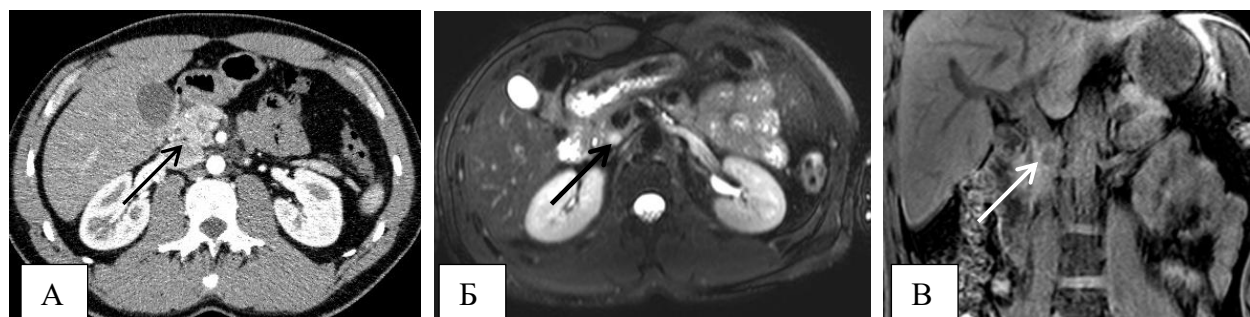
А – МСКТ в артериальную фазу, четко очерченных участков патологической плотности или патологического контрастирования в поджелудочной железе не выявлено (стрелкой указана область локализации опухоли). Б - МРТ в режиме DWI; В – скан МРТ в режиме TRIVE; по данным МРТ округлая солидная опухоль с четкими контурами (отмечена стрелкой) обнаружена в крючковидном отростке головки ПЖ.
